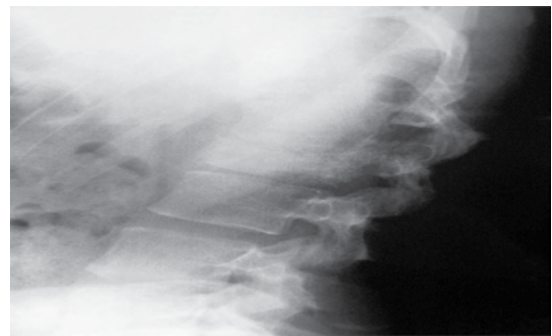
Radiografía lateral de columna lumbar que muestra la compresión.
